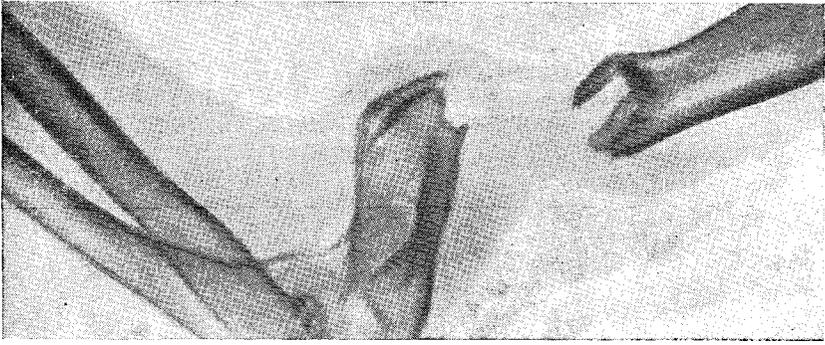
Рентгенограмма болтающегося ложного сустава
